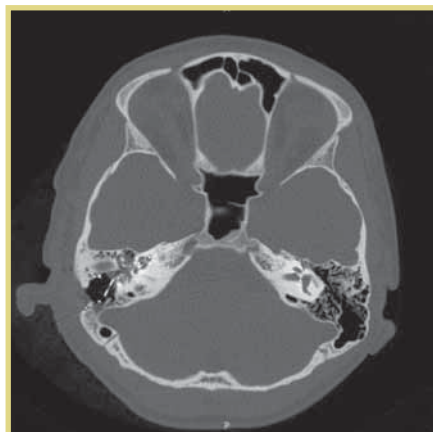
МСКТ височных костей в сагиттальном срезе; правильное расположение электродной решетки в спиральном канале улитки справа
